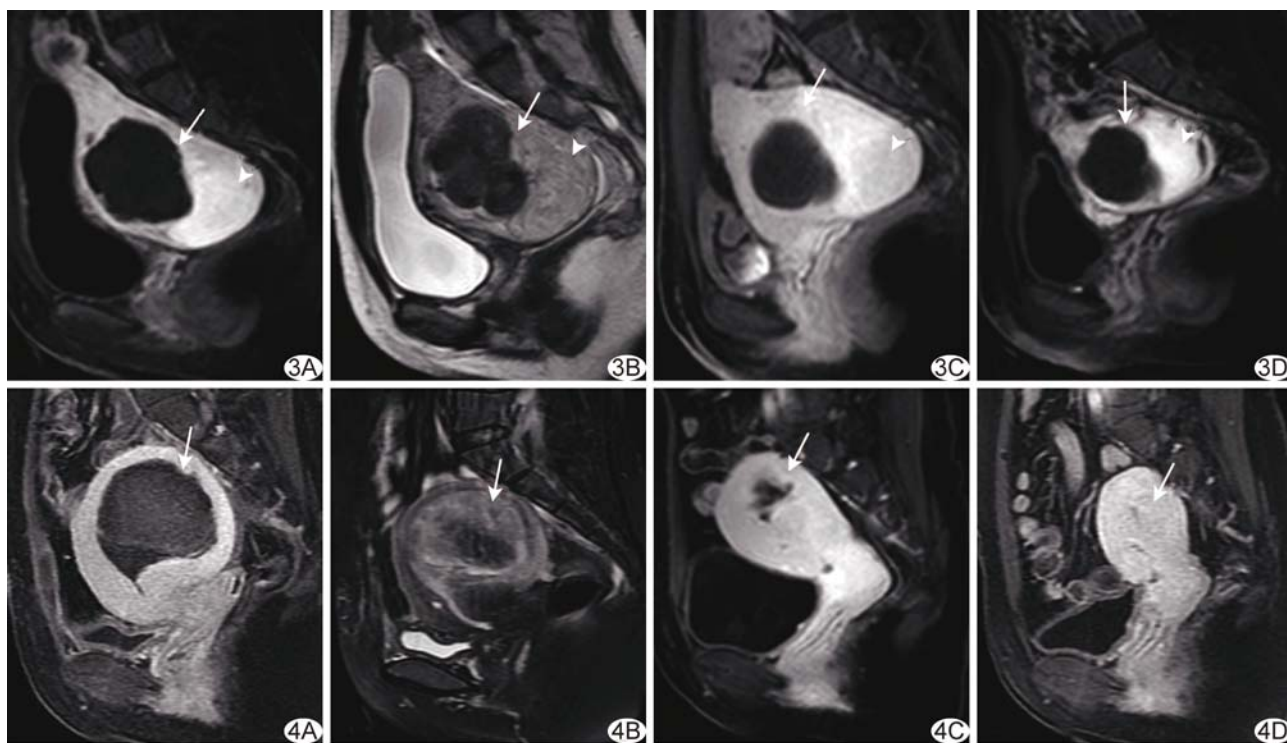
患者 32 岁, 混杂信号组, 肌瘤消融术后 MRI A. 消融术后第 3 天增强 T1WI; B. 消融术后第 3 天 T2WI, 消融区域 T2WI 信号强度由类似子宫肌层信号、类似骨骼肌层信号及介于二者之间的信号组成; C. 消融术后第 3 个月增强 T1WI; D. 消融术后第 6 个月增强 T1WI (箭示消融后残余肌瘤, 箭头示未消融肌瘤) 图 4 患者 38 岁, 高信号组, 肌瘤消融术后 MRI A. 消融术后第 3 天增强 T1WI, 坏死区域表现为无灌注; B. 脂肪抑制 T2WI, 消融区域 T2WI 信号高于子宫肌层信号, 中心有等信号区; C. 消融术后第 3 个月增强 MRI, 无强化区域缩小, 肌瘤残余体积增加; D. 消融术后第 6 个月增强 T1WI, 非灌注区域消失, 肌瘤残余体积进一步增加 (箭示术后肌瘤残余部分)
